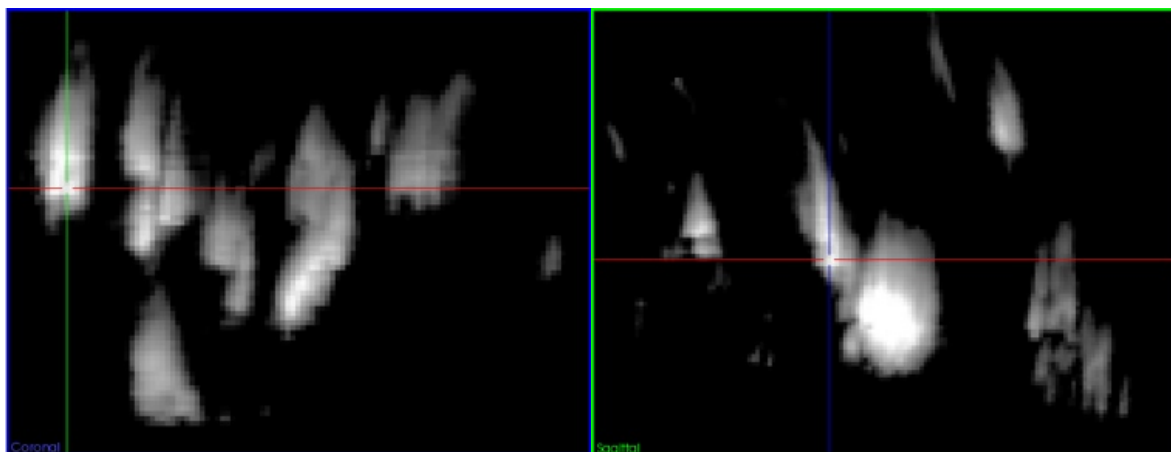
Verschmolzene Gefäße in der Power-Doppler-Bildgebung. Gezeigt an zwei senkrechten Schnittebenen durch einen Volumendatensatz.
